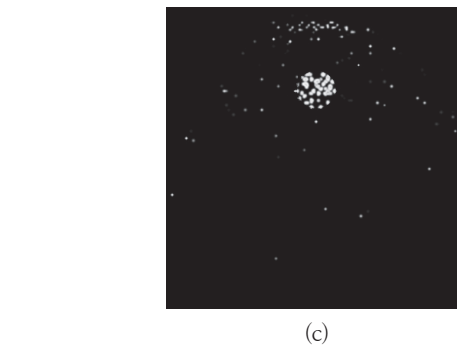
PET-CT image for different size (a) 37 mm, (b) 27 mm, (c) 22 mm of sphere
